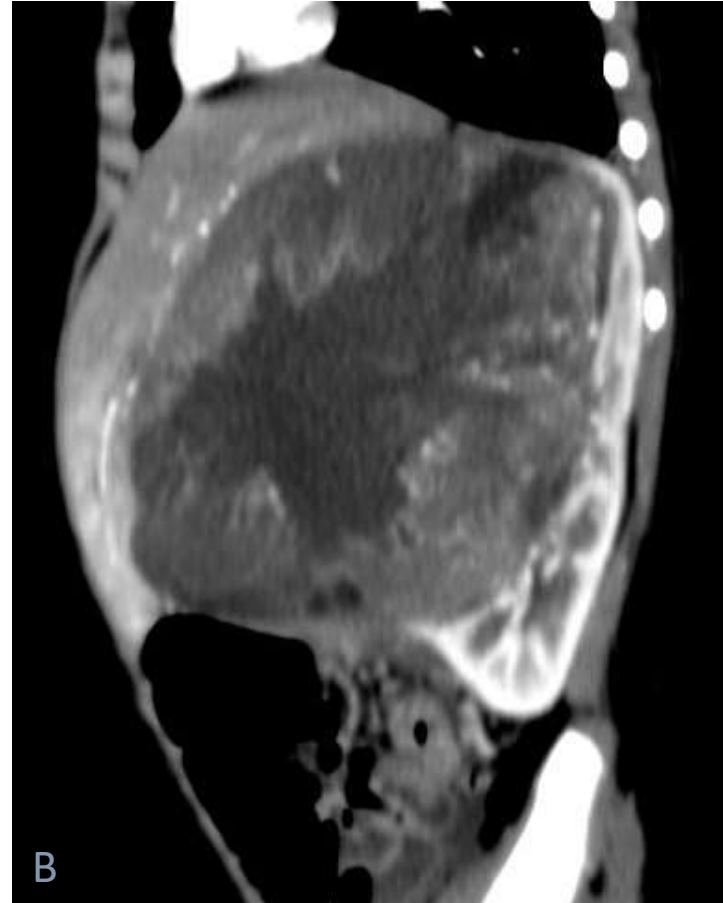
(imagen A) y 7 (imagen B). Imágenes de TC abdominopélvico en fase venosa, cortes axial y sagital, respectivamente. Voluminosa masa en hemiabdomen derecho con organodependencia renal y componente quístico-necrótico en su interior de predominio central. Ejerce importante efecto de masa sobre los órganos y estructuras adyacentes. Edad al diagnóstico del paciente: 3 años.
